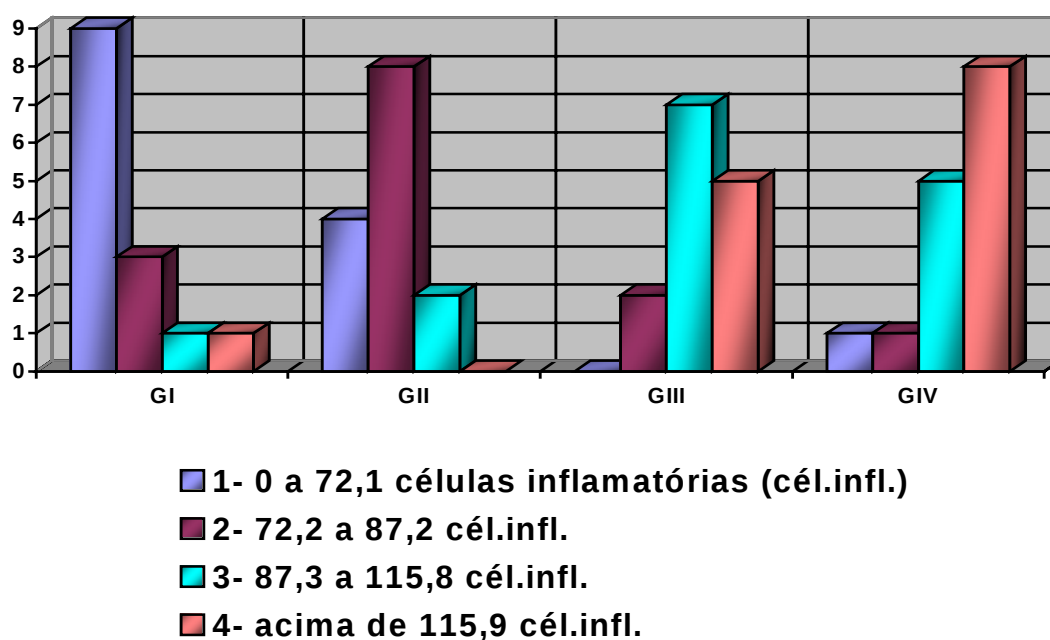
Representação gráfica da frequência da intensidade do infiltrado inflamatório periapical de acordo com o grupo experimental
